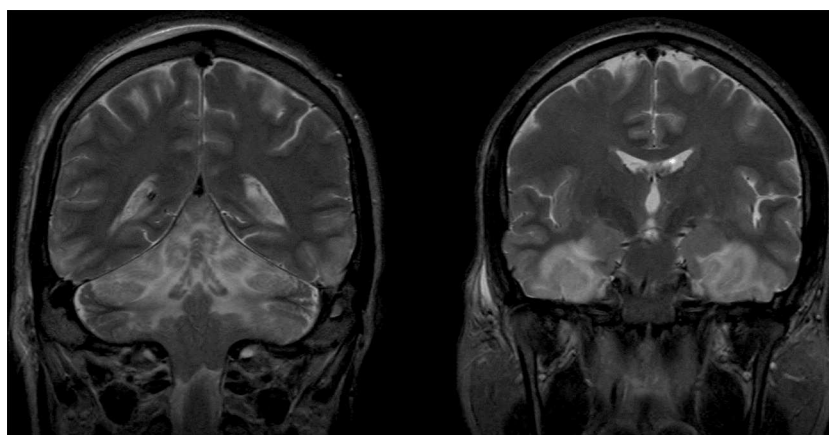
RMN craneal. Corte coronal de RMN cerebral potenciada en T2 que muestra lesiones anóxico-isquémicas múltiples de carácter subagudo-precoc. Las lesiones afectan de manera extensa a ambos sistemas límbicos, hipocampos, fórnices y áreas temporales basales. Pequeñas zonas parcheadas en lóbulos frontales y parietales. Extensas lesiones en ambos hemisferios cerebelosos. Catéter de derivación ventricular en VL derecho.
